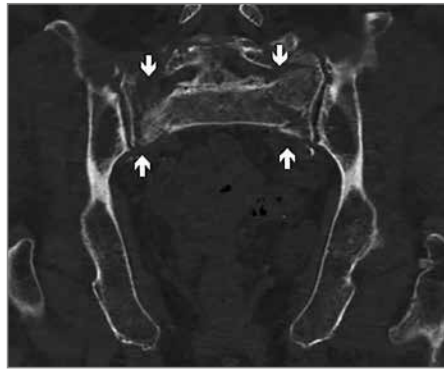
Verlaufskontrolle 4 Wochen post Trauma: Klinisch zuletzt ausgeprägte Schmerzprogredienz am dorsalen Beckenring, Mobilität stark eingeschränkt. CT-Reevaluation: bilaterale komplette Ala-Frakturen mit deutlichen Lysen bzw. Erosion v.a. rechtsseitig (nun FFP Typ IVb). Aufgrund der gravierenden Schmerzsymptomatik trotz umfassender Schmerztherapie wünscht die Patientin die ihr angebotene bilaterale perkutane iliosakrale Verschraubung. Postoperativ deutliche Schmerzreduktion, Patientin kann wieder mit Rollator mobilisiert werden
